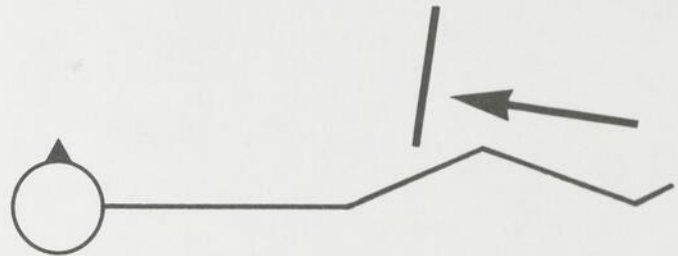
Méthode de prise de radiographie pour visualiser le défilé patello-fémoral en incidence tangentielle :
